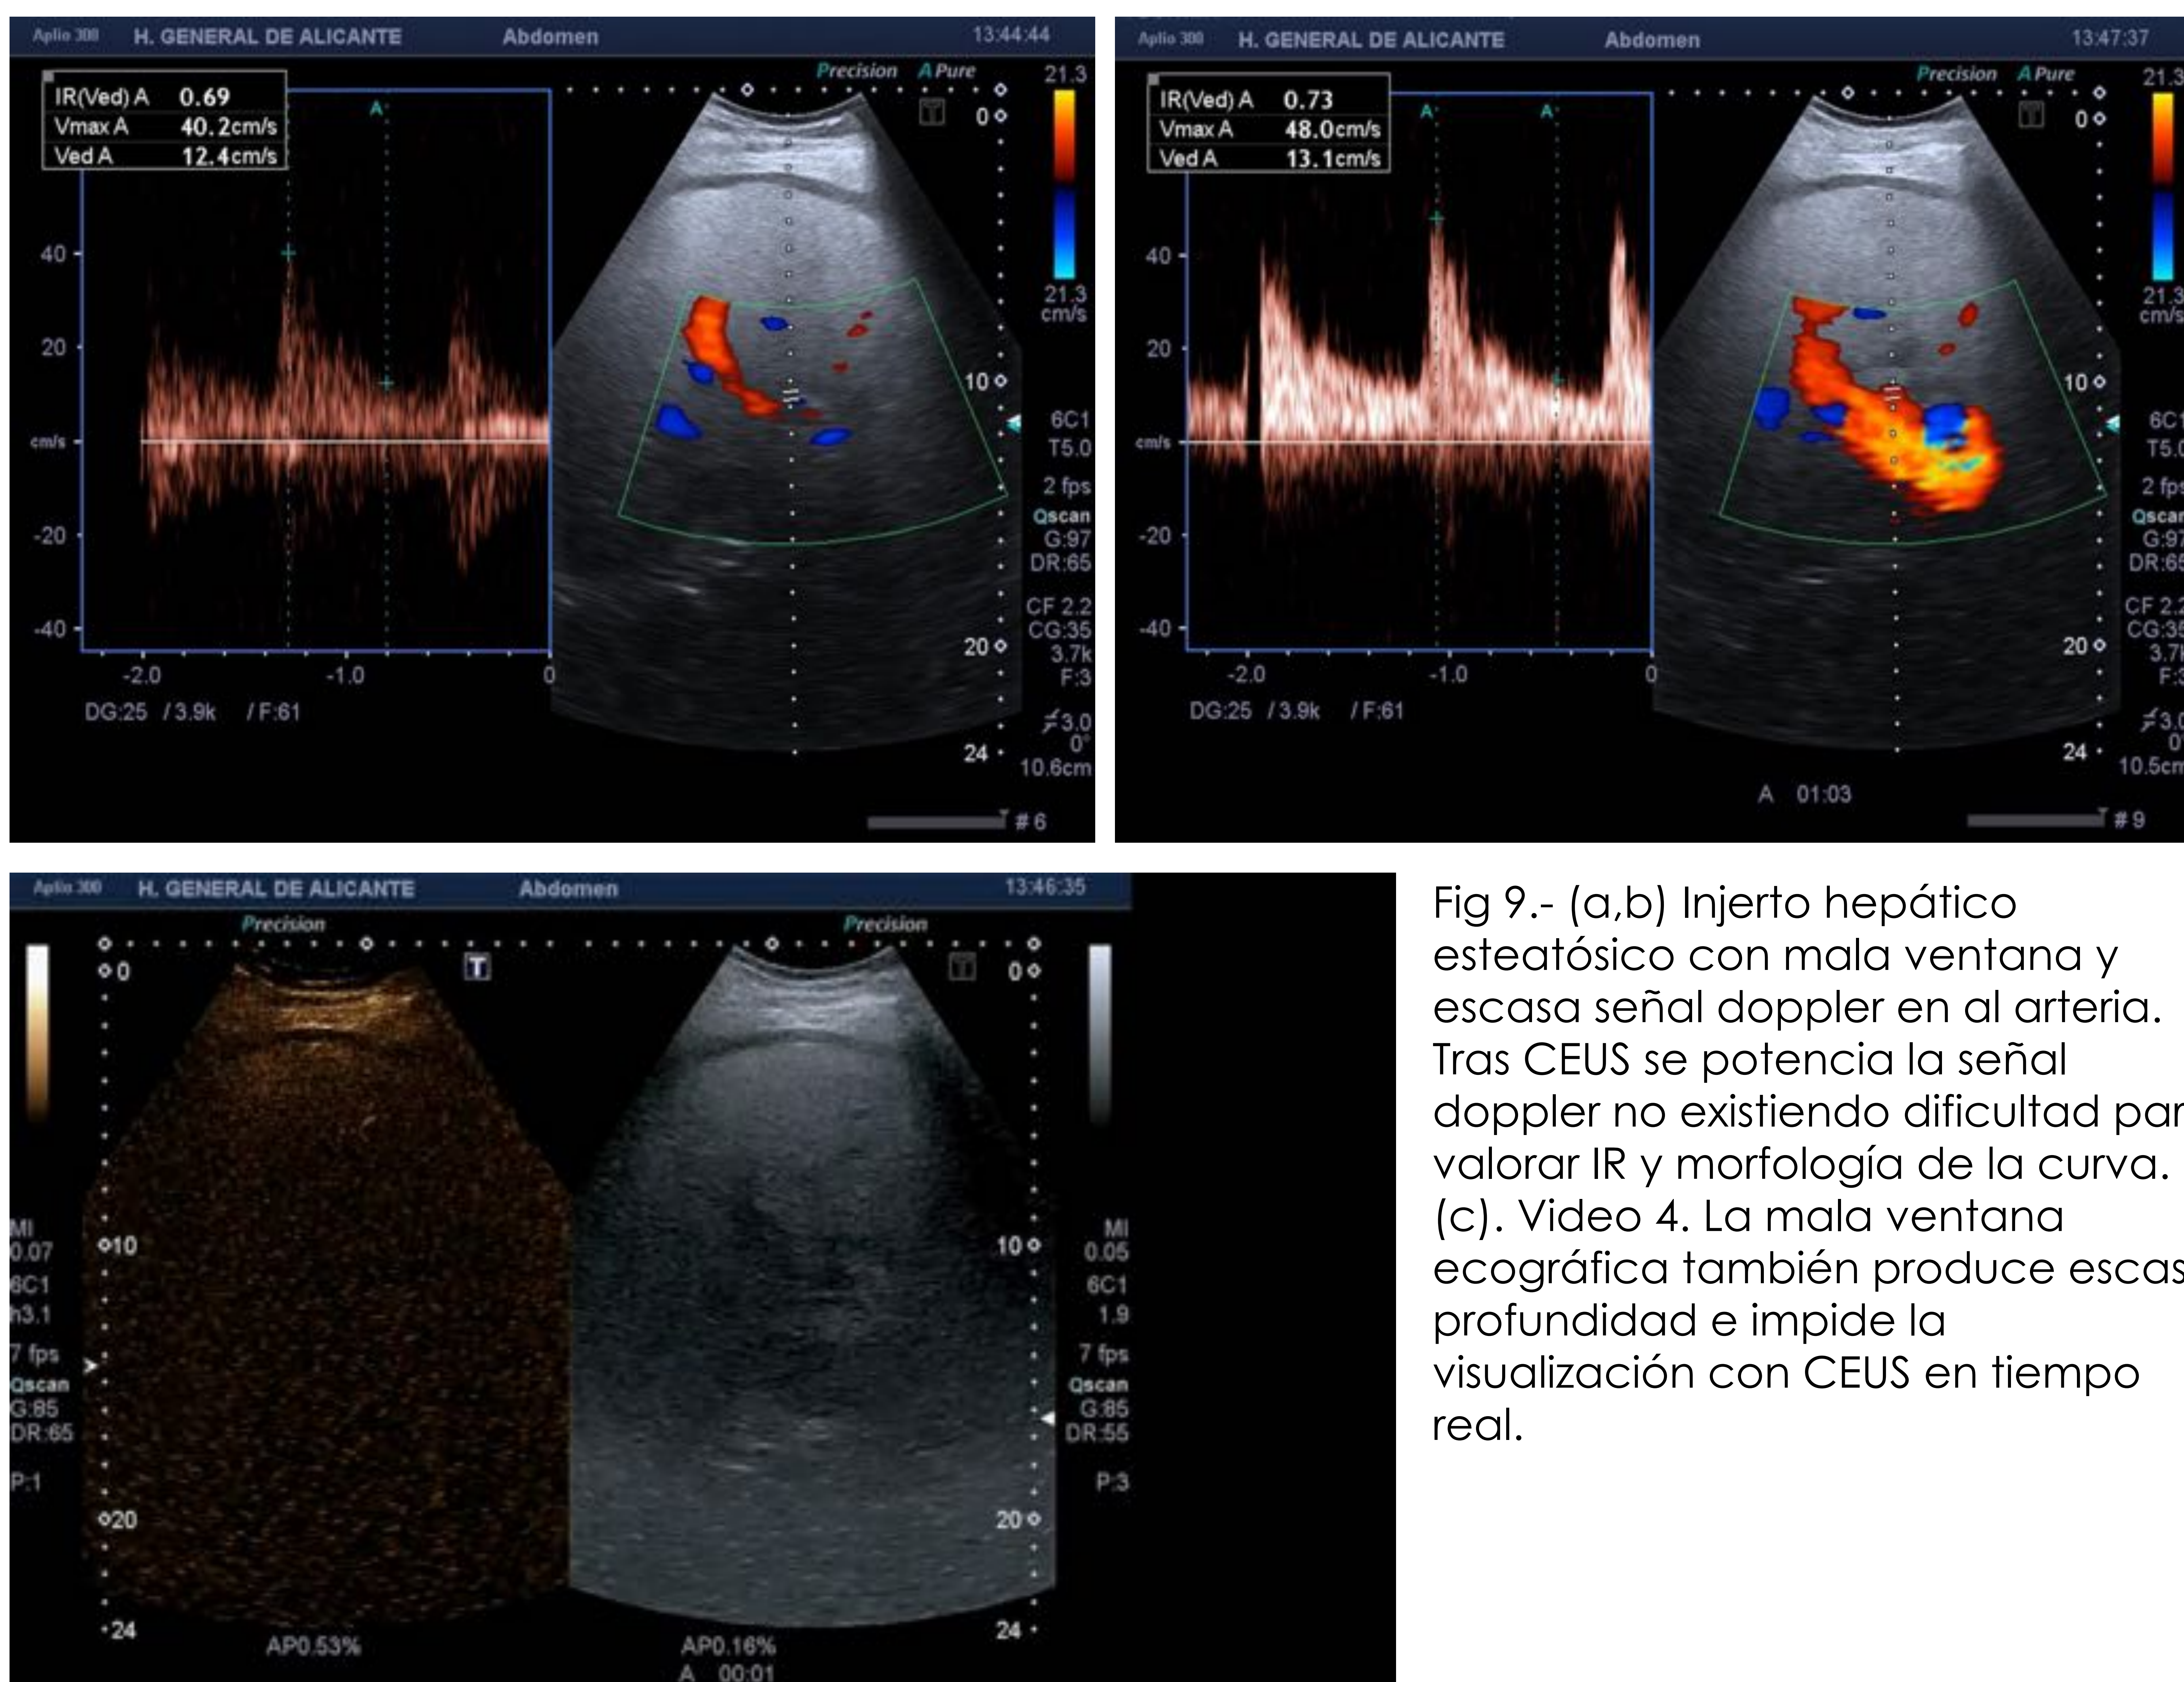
(a,b) Injerto hepático esteatósico con mala ventana y escasa señal doppler en al arteria. Tras CEUS se potencia la señal doppler no existiendo dificultad para valorar IR y morfología de la curva. (c). Video 4. La mala ventana ecográfica también produce escasa profundidad e impide la visualización con CEUS en tiempo real.
